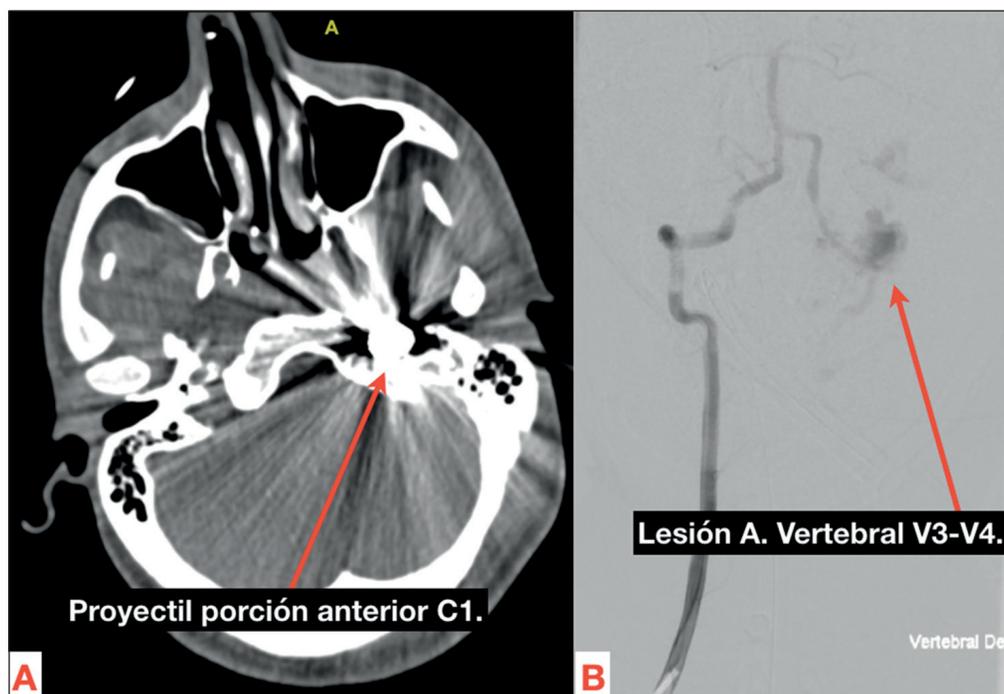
A. Angiografía por tomografía computarizada de caso 3, muestra proyectil anterior a arco de C1 sin compromiso neurológico. B. Angiografía demuestra lesión de V3-V4.
